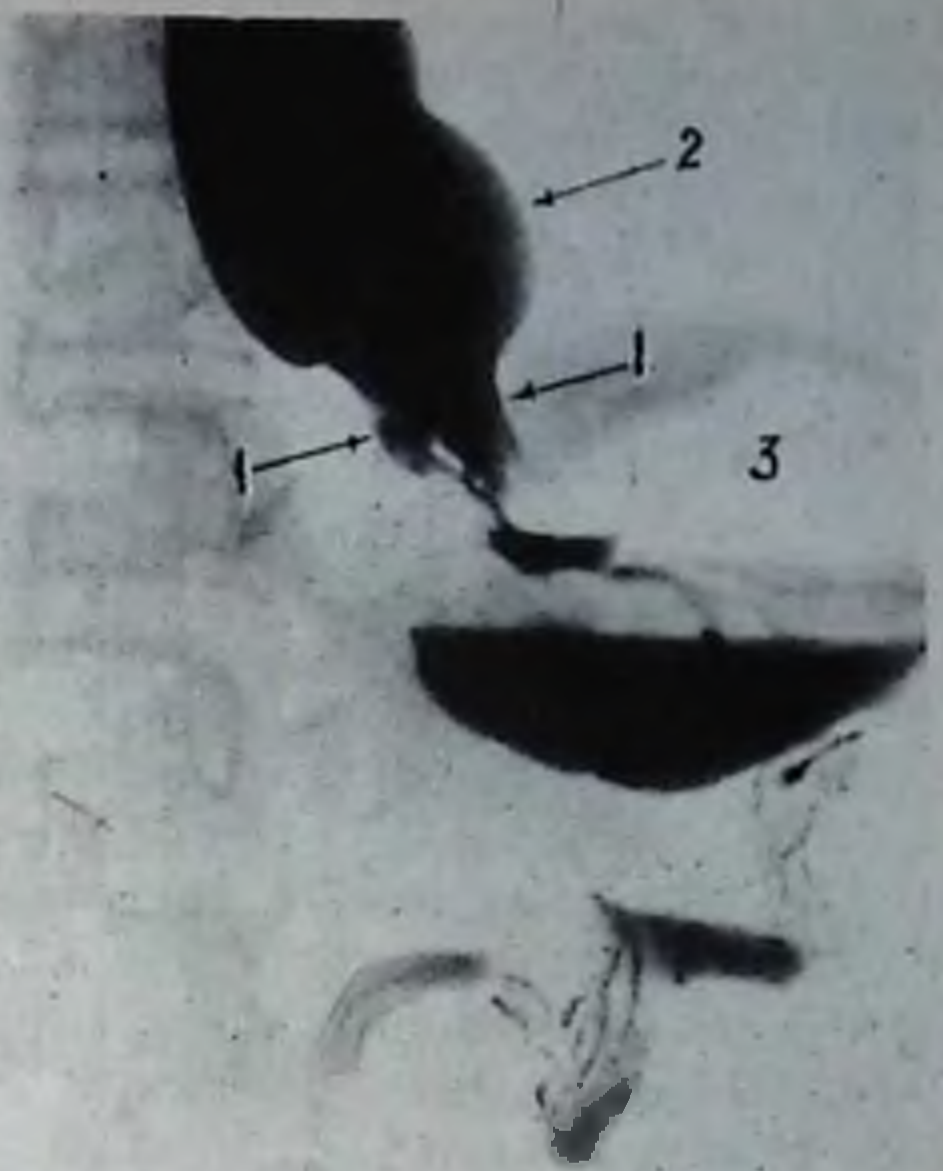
Рентгенограмма нижней части пищевода и желудка. Кардиоэзофагиальный рак:
